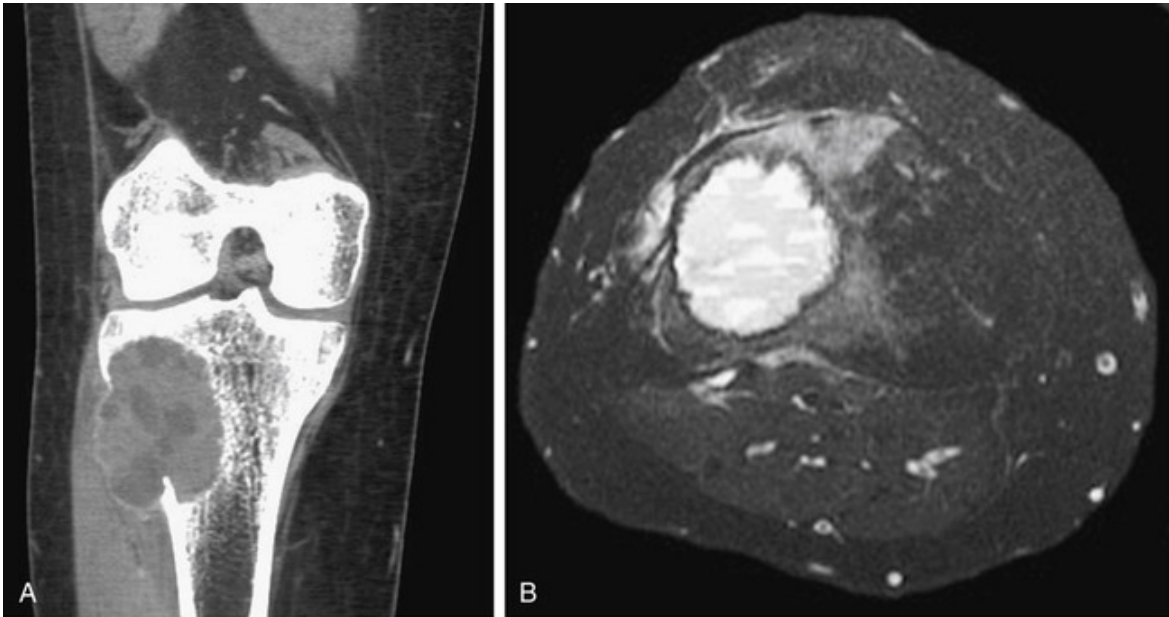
A, Tomografia computadorizada axial coronal mostrando cisto ósseo aneurismático da tíbia excêntrico. O componente de tecidos moles é delineado por uma borda fina de osso subperiosteal reativo. B, Imagem axial de ressonância magnética demonstrando níveis hídricos característicos.
